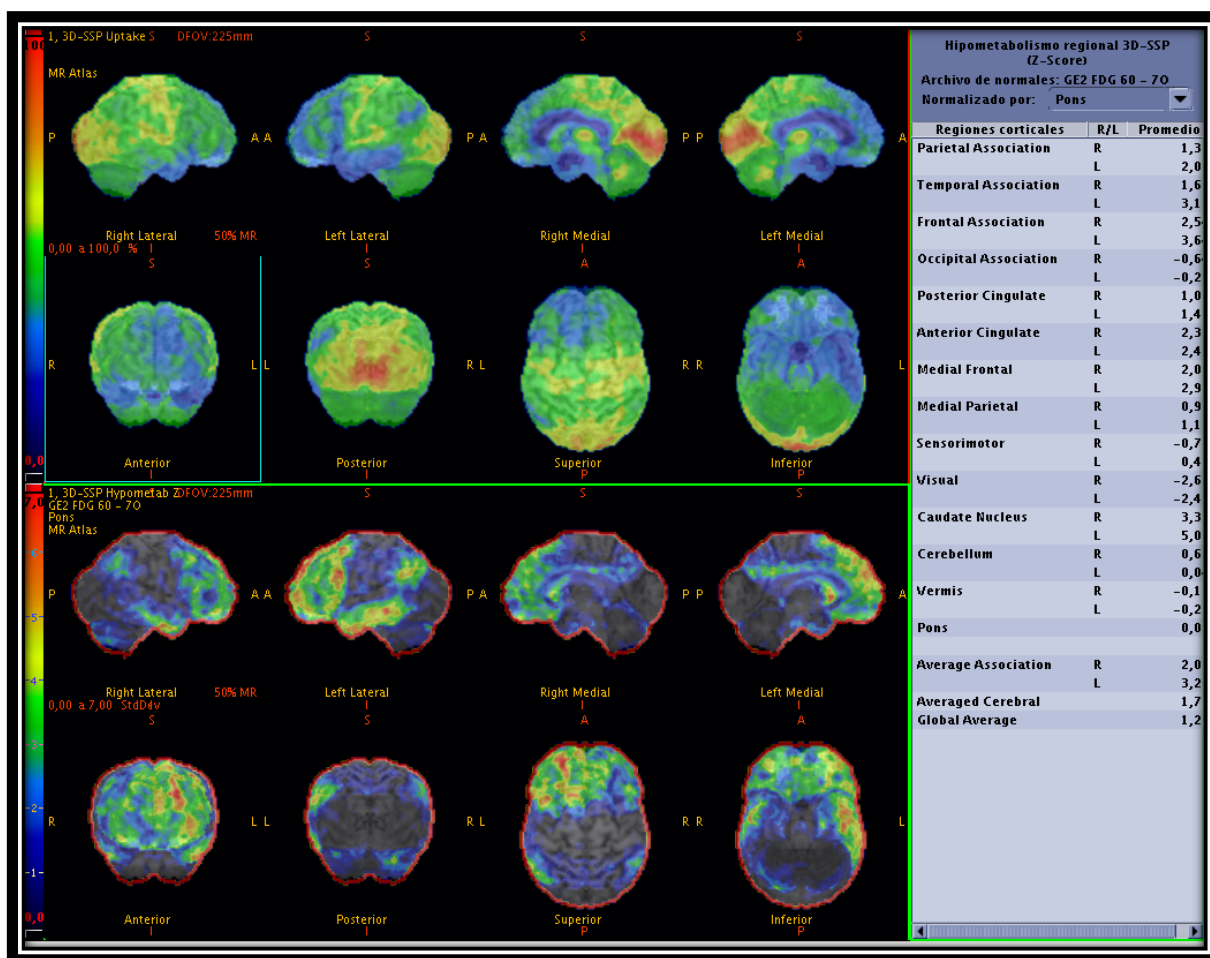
Imagen de 3D SSP de paciente de 64 años con antecedente de déficit cognitivo el cual muestra hipometabolismo de 18-FDG en las regiones frontal bilateral de predominio izquierdo y temporoparietal izquierda, en relación con demencia frontotemporal.
